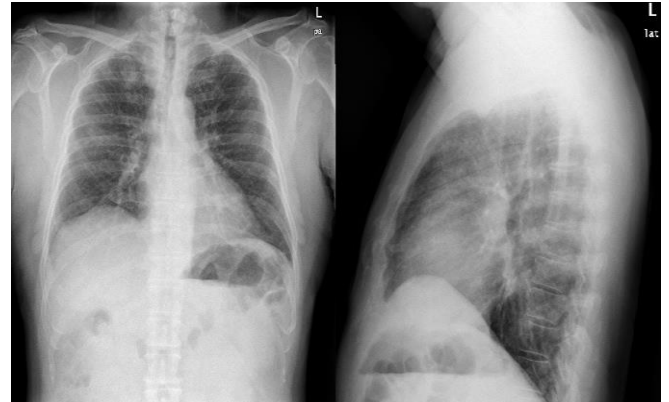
Radiografía posteroanterior y lateral de tórax en las que se aprecia patrón intersticial difuso en "vidrio deslustrado".
